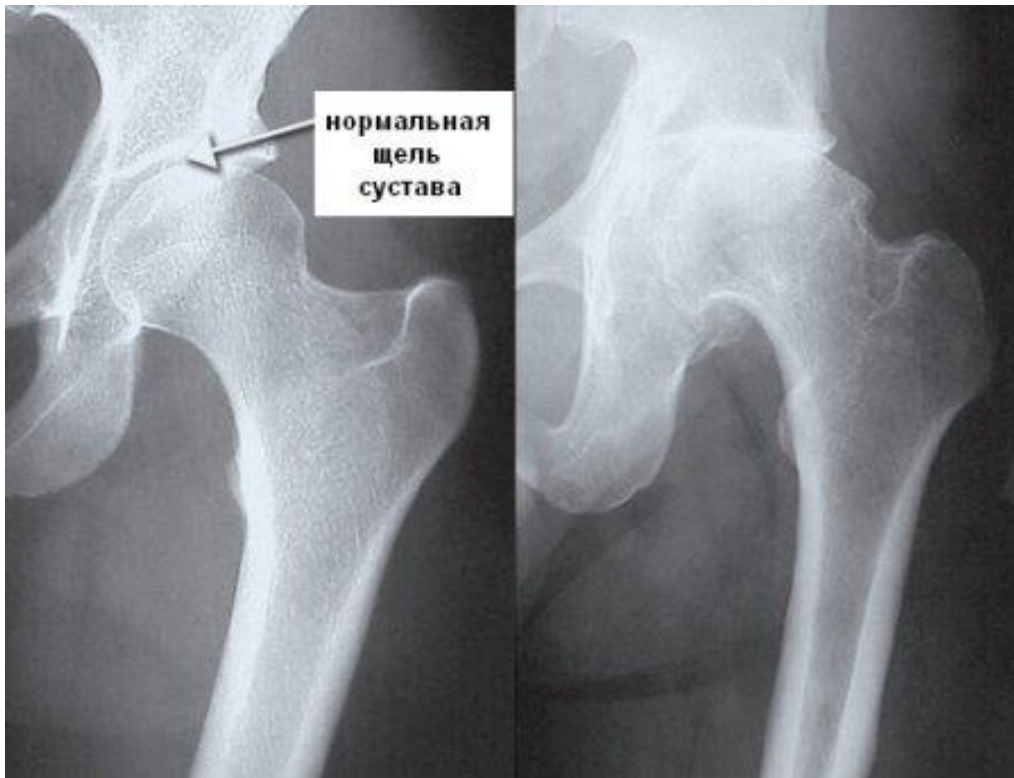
Рентгенологическая визуализация тазобедренного сустава в норме и при коксартрозе.
